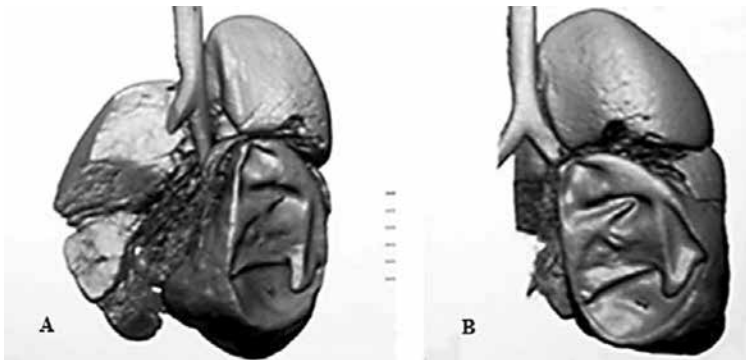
TC. Formațiune chistică în cavitatea toracică pe dreapta.
